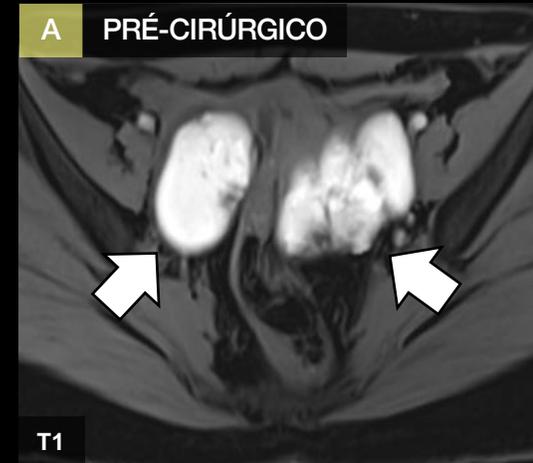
RM - endometriomas volumosos ocupando o estroma ovariano bilateral.
